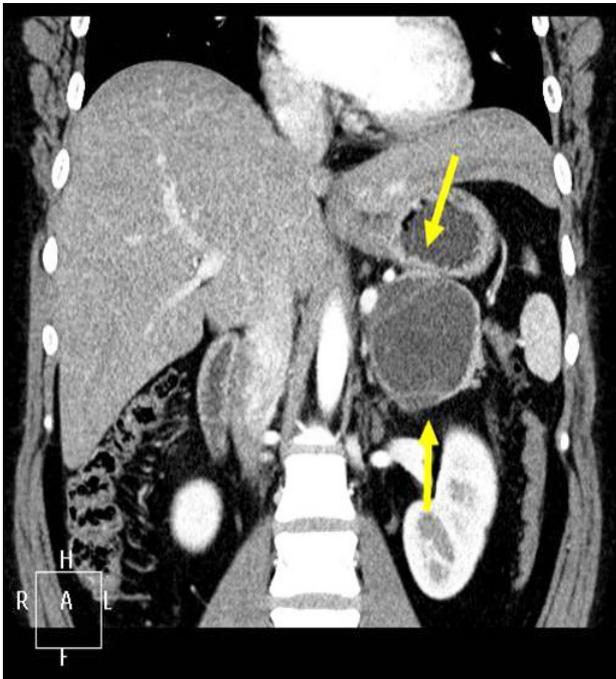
At 12 months after first admission due to pancreatitis, CT demonstrated a growing cystic lesion with internal septation in the pancreas tail (coronal reformatted image, arrow).
